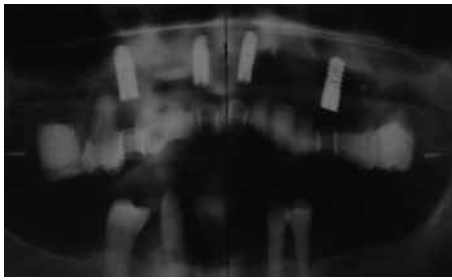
Kontrollröntgenbild (Panoramaschichtaufnahme) nach Implantation an den Positionen 14, 11, 21 und 24
